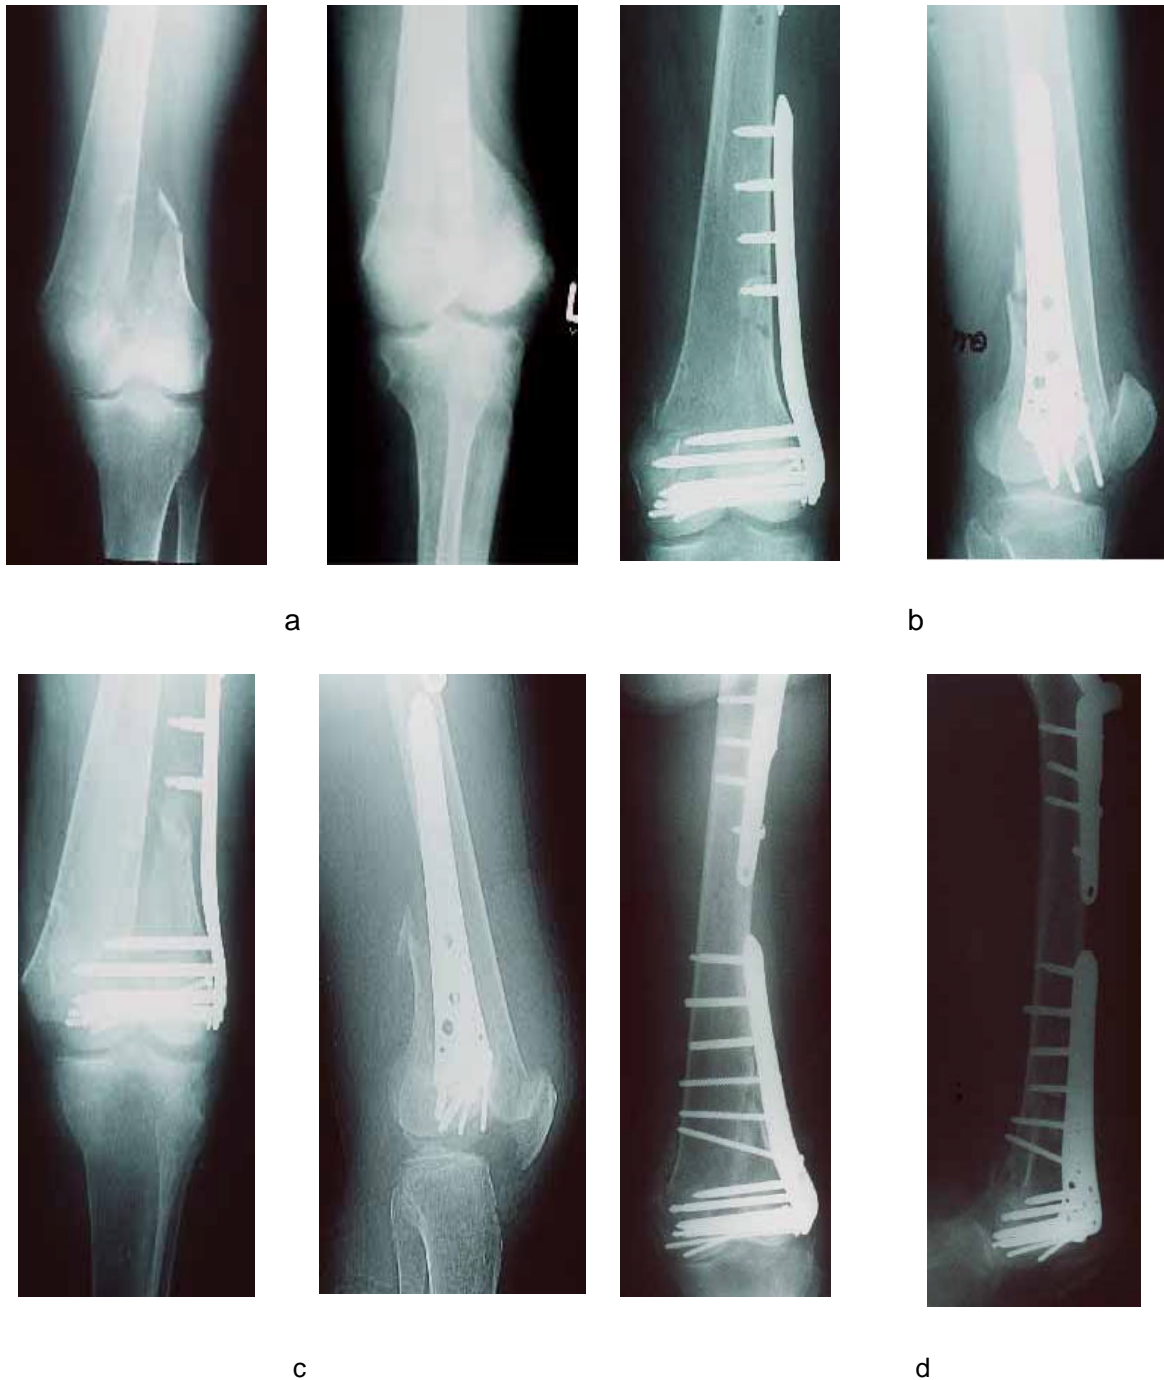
Die 58 jährige Patientin zog sich die distale intraartikuläre (AO 33-C2.2) Femurfraktur nach Sturz im Rahmen einer akuten Psychose zu (a). Bei liegendem Implantat bei verheilte proximaler Femurfraktur erfolgte die Stabilisierung mit einer 5 Loch LISS. Noch auf der Intensivstation kam es am 2.postoperativem Tag zu einer ungewollten Vollbelastung des linken Beines, als die Patientin über die Gitter Ihres Bettes ausstieg. Betrachtet man die unmittelbar postoperativ angefertigten Röntgenbilder (b) so erkennt man, daß höchstens 3 – wahrscheinlich nur 2 – Schrauben im proximalen Hauptfragment sicher verankert waren. (c) Die Stabilität wurde im Reeingriff mit bikortikalen und konventionellen Schrauben durch das LISS wieder hergestellt. (d) Gute Konsolidierung im Verlaufsbild bereits nach 3 Monaten.
